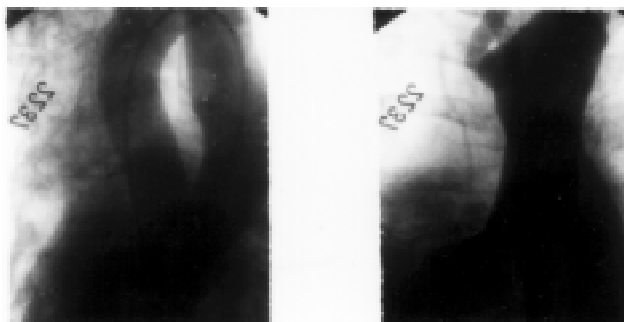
Tomographic pictures: The right bronchus is in the area of branching in the depth of 8—11 cm compressed by the right-sided aortic arch.
